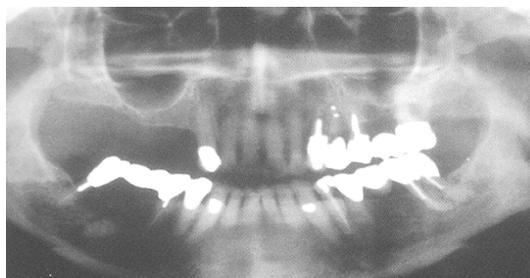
Ortopantomografía en donde se observa el seno maxilar.
